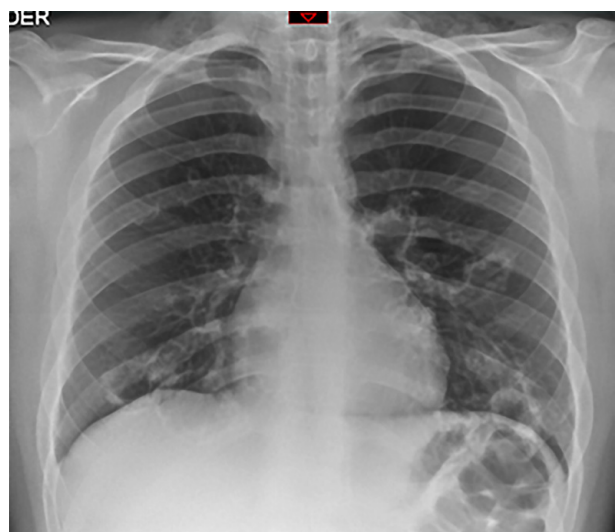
Radiografía de Tórax. En la imagen se observa enfisema subcutánea cervical, múltiples formaciones quísticas en ambos campos pulmonares, con medida de 38 x 26 mm aproximadamente; además discreto neumomediastino.
